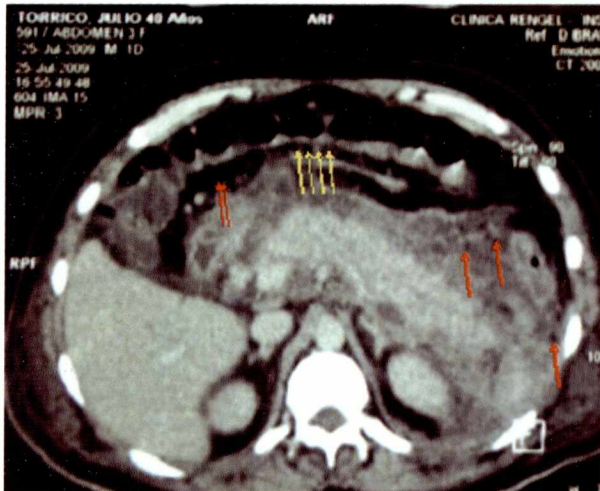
TAC contrastada en fase dinámica la silueta pancreática que en una TAC normal aparenta un páncreas edematizado muestra necrosis pancreática periférica y de grasa peripancreática importante que comprime pared posterior de colon transverso en flechas amarillas, con líquido en espacio perirrenal corresponde a un Baltazar tipo D y zonas con aire que hacen sospechar de infección en flechas rojas.
